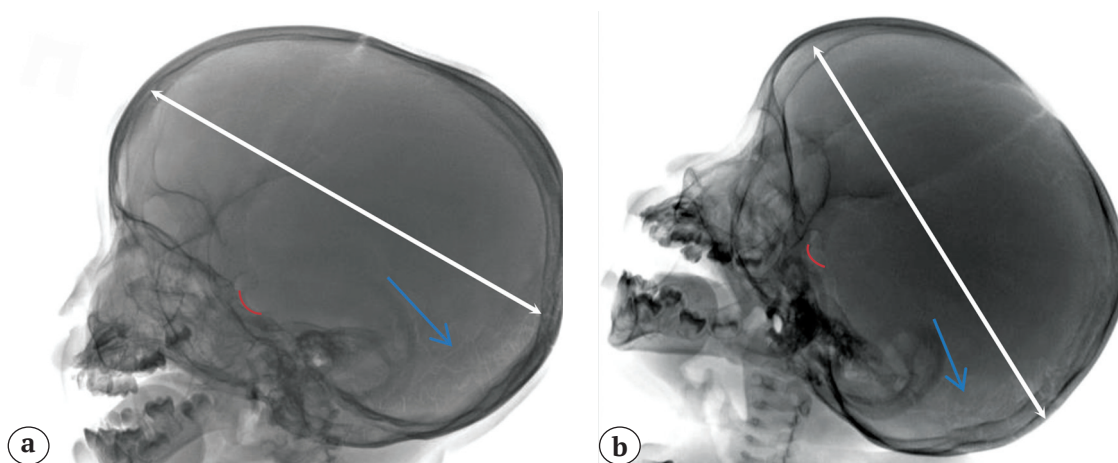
Рентгенограммы черепа в боковой проекции пациентов 1 (а) и 2 (b): долихоцефалия (белые стрелки); удлиненное турецкое седло (красные линии); вермиевы кости (синие стрелки)
